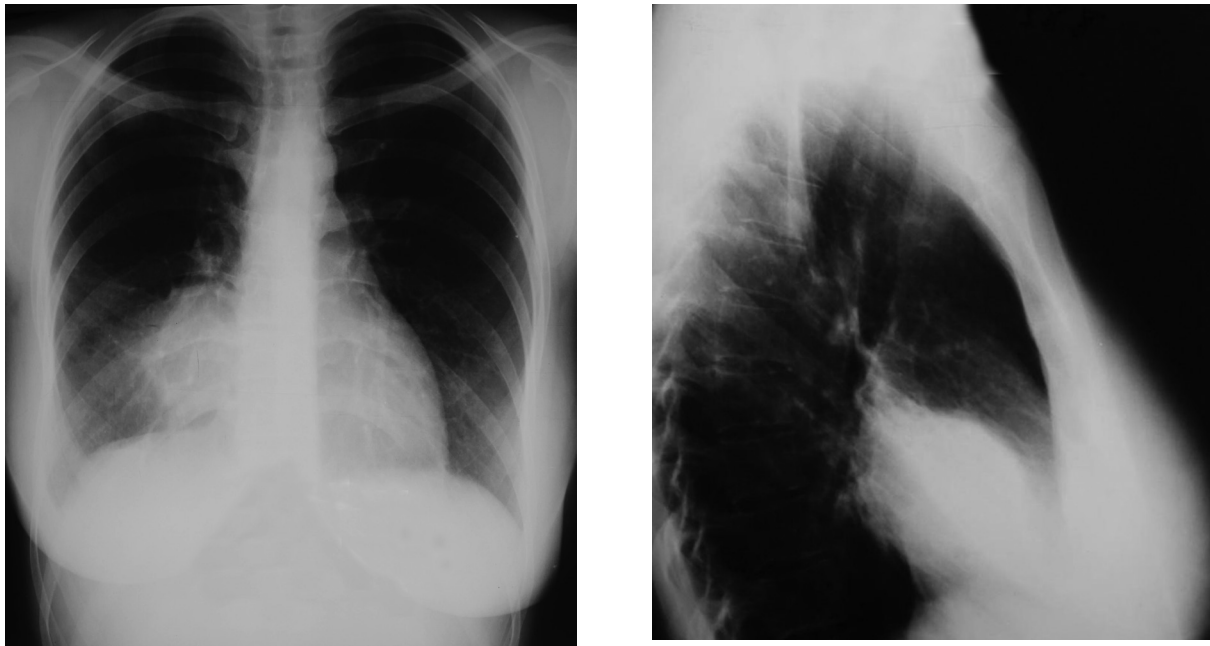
Radiografia toracelui.
